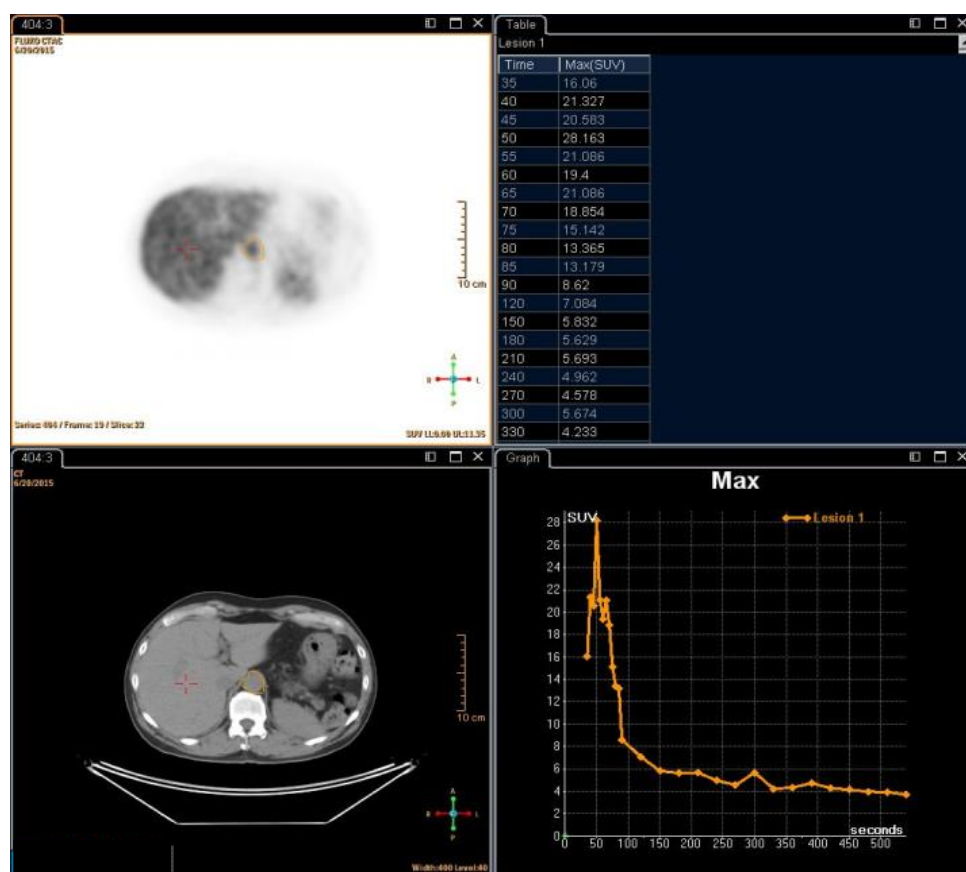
PET/CT com Fluorodeoxiglicose - ^{18}F . Análise gráfica do estudo dinâmico do fluxo aórtico.
